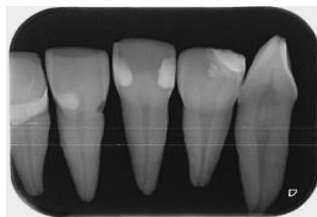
Exemplo de radiografia inicial de incidência vestibulo-lingual
